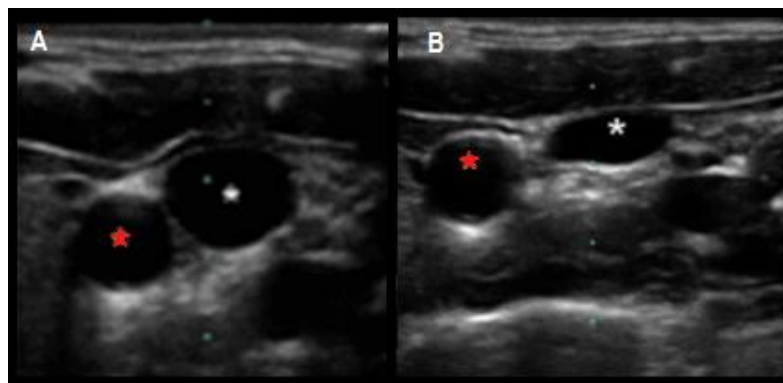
Imagen de ultrasonido de la arteria carótida derecha y la vena yugular interna derecha:
